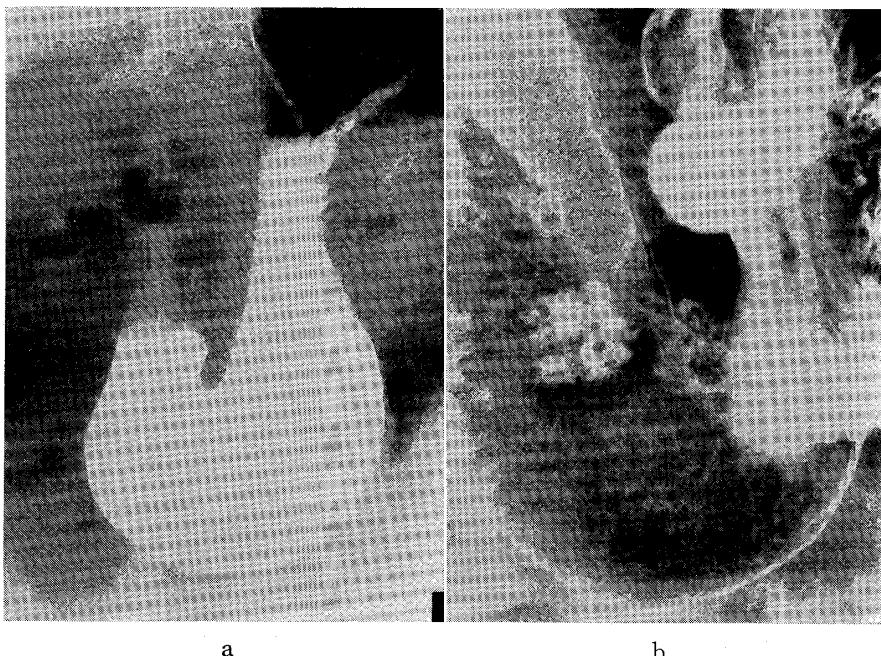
a 胃X線写真（充えい像）軽度の胃角部の開大。
